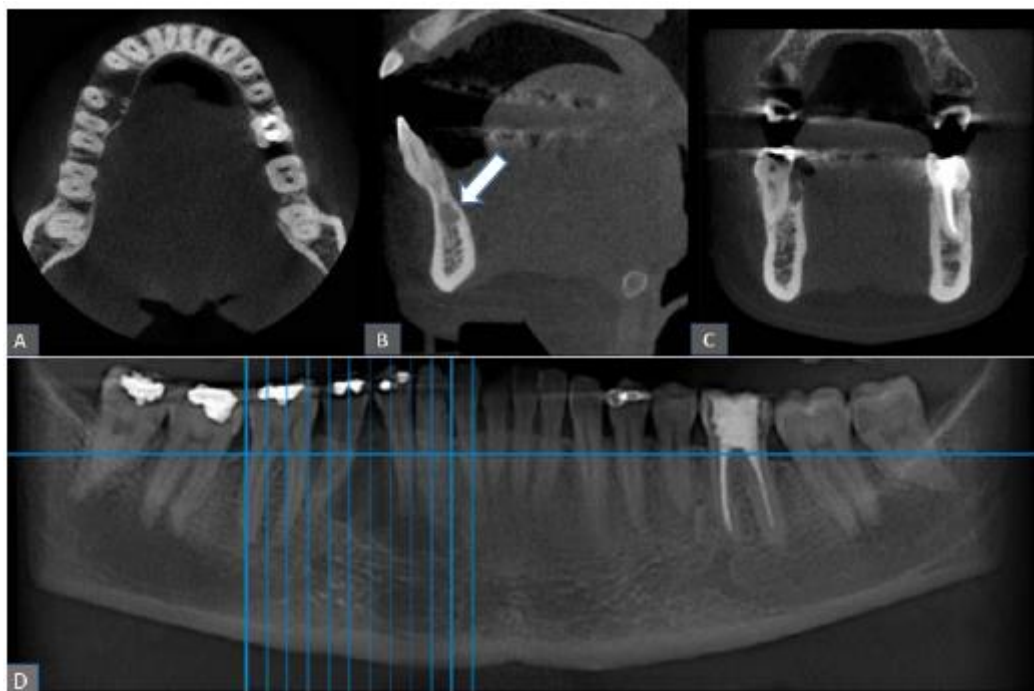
TC de feixe cônico. Corte axial evidenciando lesão osteolítica com aumento de volume e adelgaçamento das corticais ósseas (A). Corte sagital em região de canino evidenciado como limite distal da lesão (B - seta). Corte coronal em região de furca do dente 46 evidenciado como limite proximal da lesão (C). Reconstrução panorâmica com as marcações limítrofes da lesão (D).
